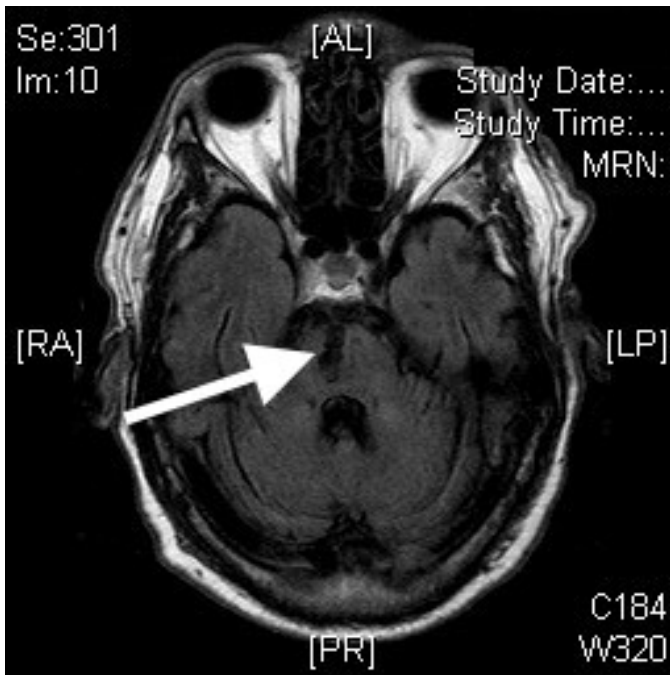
MRT im Spätstadium. Paramedianer Infarkt des Pons (Pfeil) als Ursache des LIS (Pat. 11).
